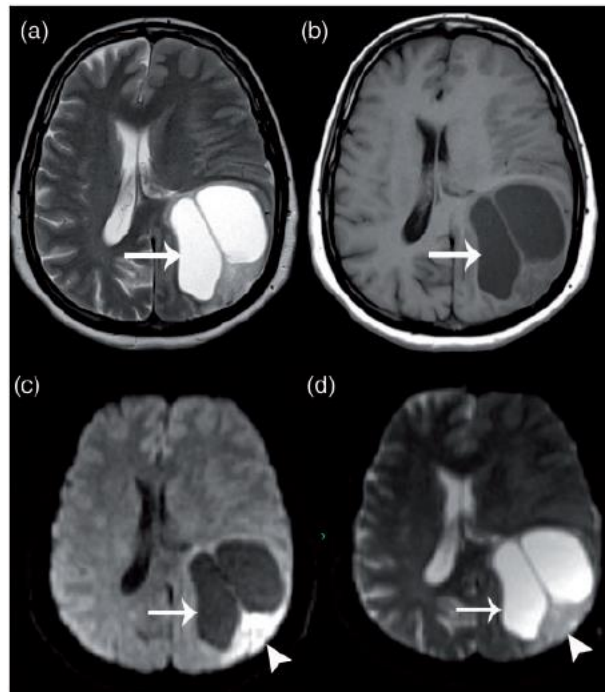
Glioblastoma multiforme cístico no lobo parietal esquerdo (GBM). (a) Imagem axial ponderada em T2 mostra lesão cística septada com efeito de massa associado (seta) e pequeno componente sólido posterior. (b) Imagem axial ponderada em T1 com lesão hipointensa (seta). (c) Axial DWI b1000 com lesão cística hipointensa sem restrição de difusão. (d) Mapa ADC correspondente sem restrição de difusão dentro do componente cístico (hiperintensidade). O componente sólido apresenta restrição à difusão (ponta da seta). Adaptado de (28).
